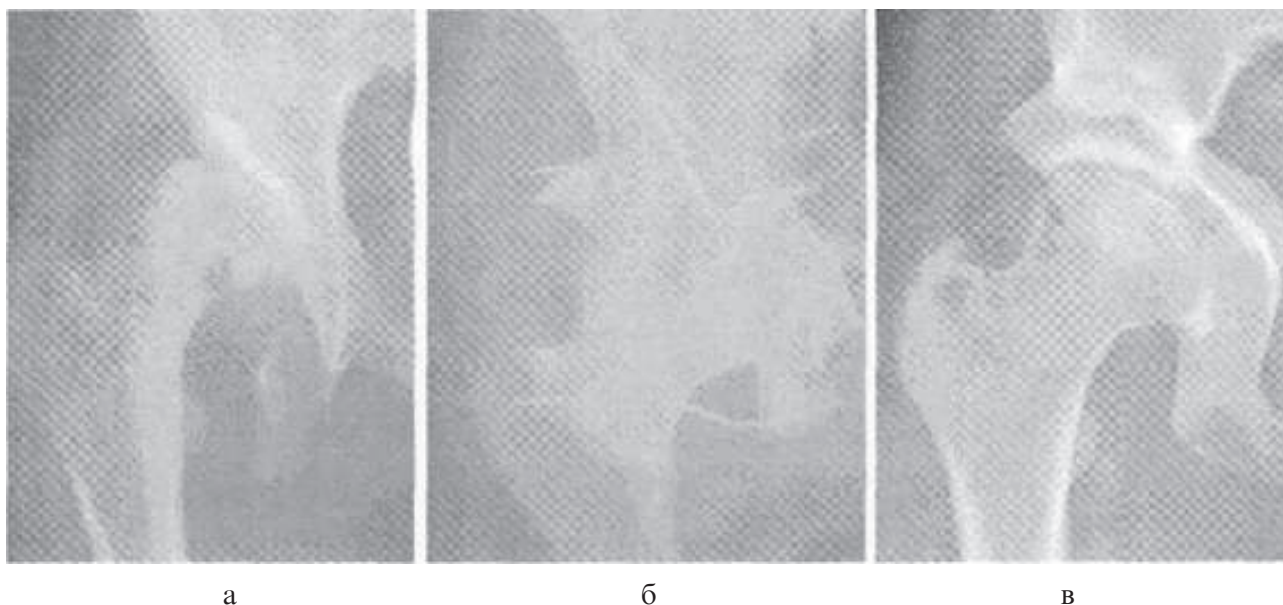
Рентгенограмма правого тазобедренного сустава больной К., 13 лет:
